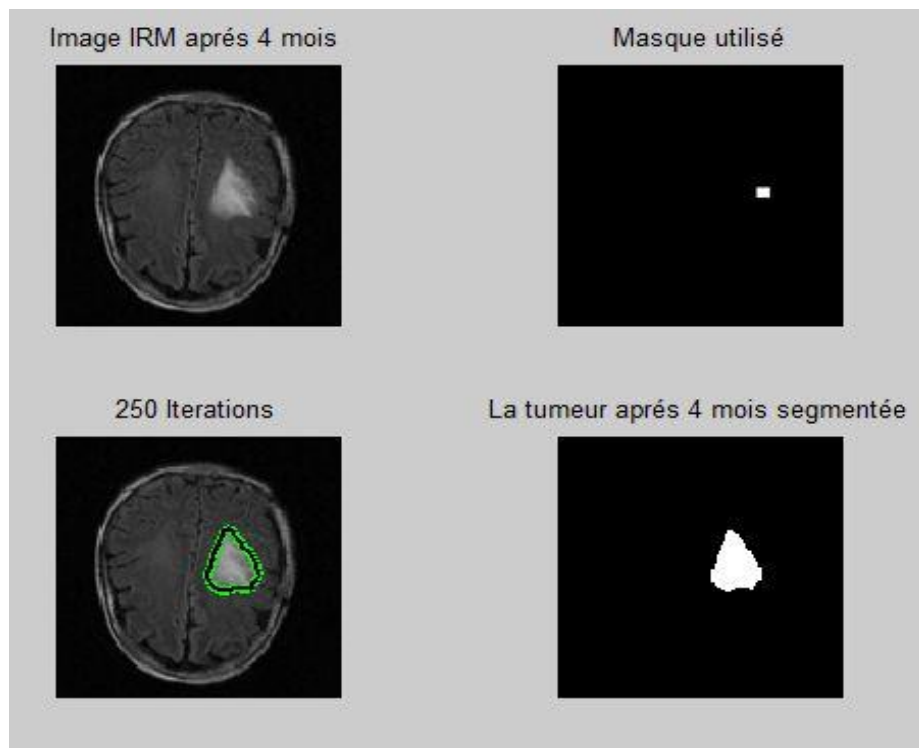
Segmentation de l'image IRM après 4 mois
